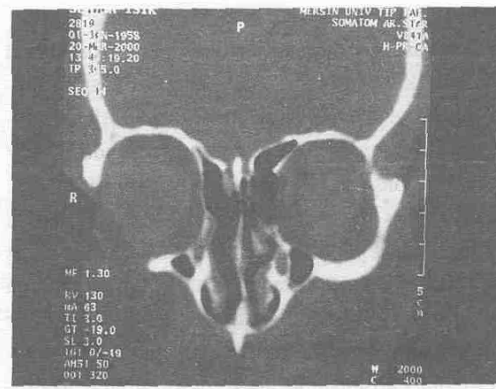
Post operatif koronal BT.
